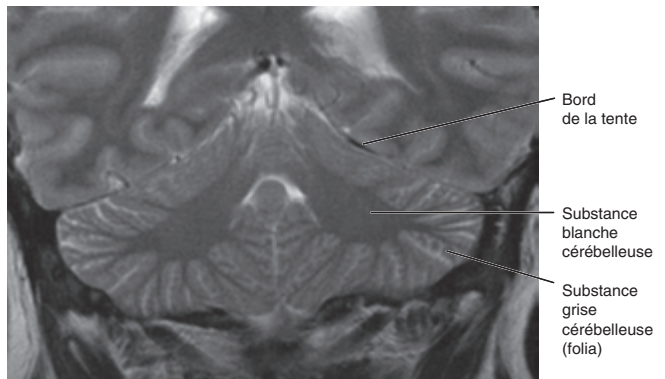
IRM, coupe frontale, pondération T2. Le cervelet.
